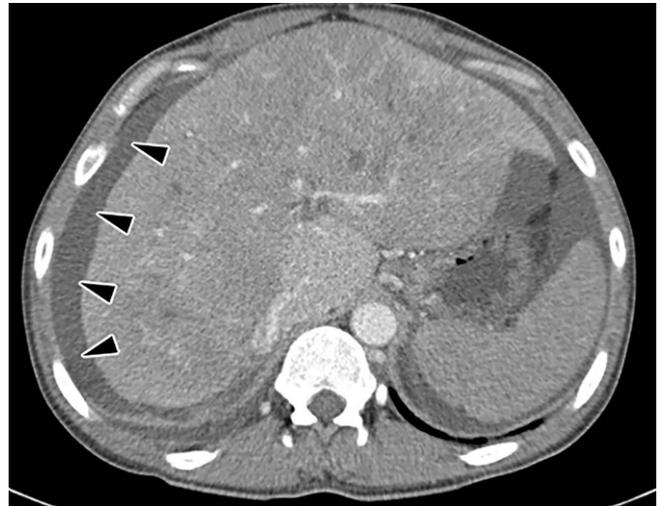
▲ Patient mit starken Oberbauchschmerzen, Ikterus und Anstieg der Transaminasen: In der portalvenösen Computertomographie zeigen sich als Trias für ein Budd-Chiari-Syndrom eine Hepatomegalie, eine fehlende Kontrastierung der Lebervenen sowie Aszites (schwarze Pfeilspitzen)
